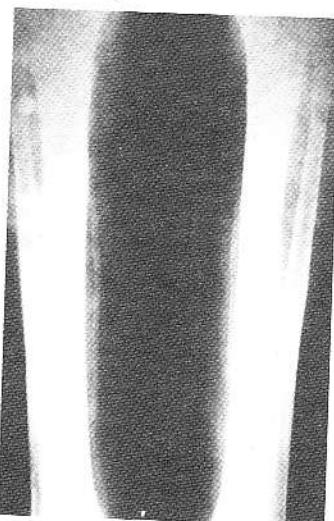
Radiografie comparativă a gambelor, incidență antero-posteroară.
